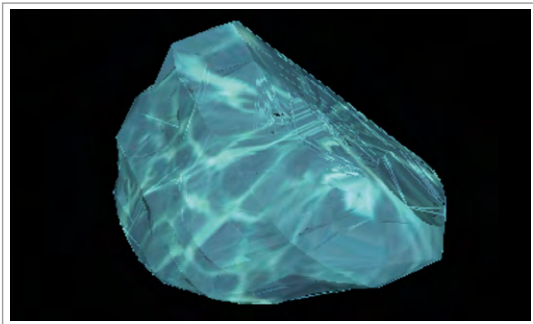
Volumetría virtual de hígado por TC.
